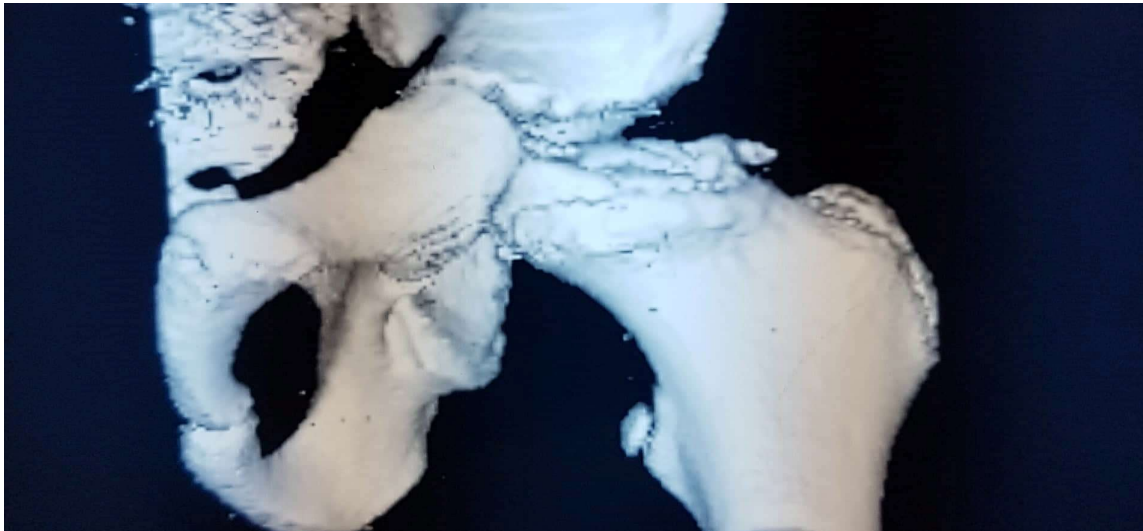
TDM du bassin avec une reconstruction en 3D objectivant un aspect fragmenté et condensé du noyau épiphysaire gauche avec aplatissement du col fémoral chez un garçon de 13 ans.
